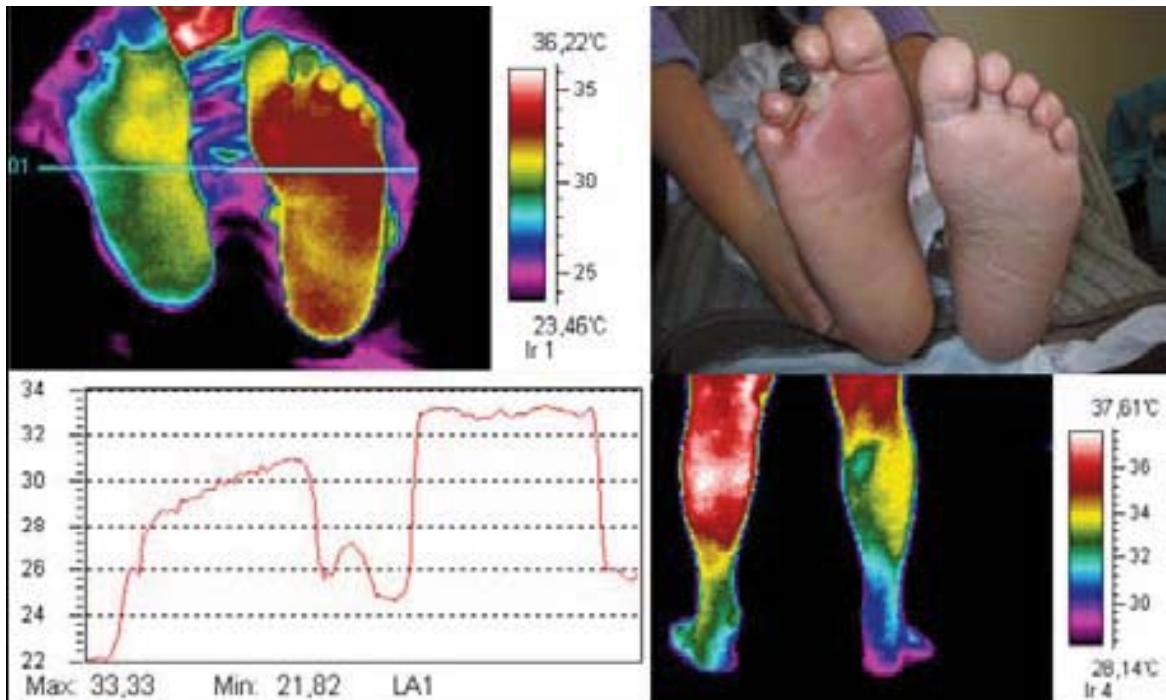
Hiporradiografia plantar direita (área em verde) com mumificação de 3ª falange (em preto) em paciente com estenose poplítea direita. Nota-se a imagem de “amputação assimétrica” e atrofia de panturrilha direita associado a neuropatia em pé esquerdo.
